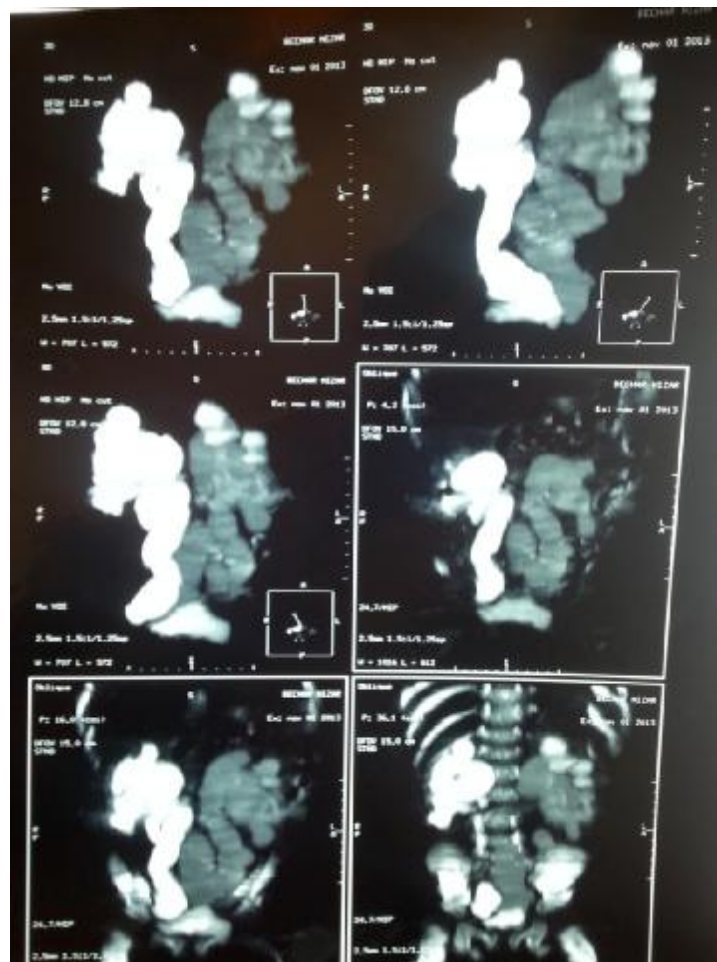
Uro-IRM montrant une importante DUPC bilatérale avec retentissement fonctionnel sur le rein gauche
